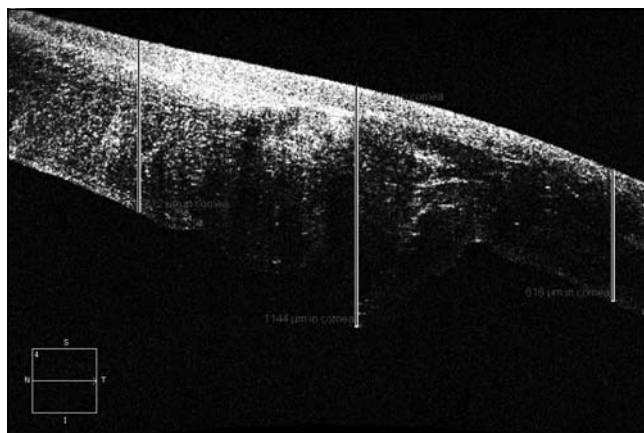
Несоответствие толщины донорской и реципиентной частей роговицы, оптическая когерентная томография.
